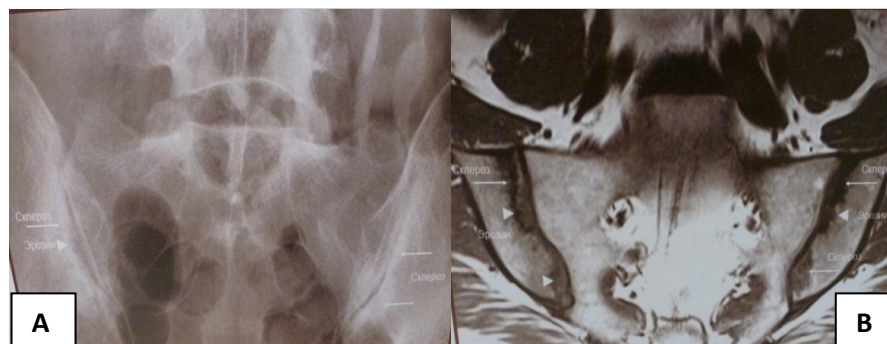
Пациент И. Признаки воспалительного поражения крестцово-подвздошных сочленений по данным рентгенографии (А) и МРТ (В) [ Гайдукова И.З., 2013].
